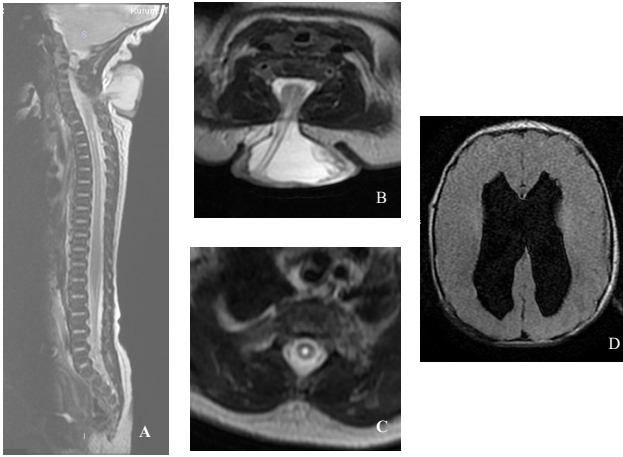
A) Preoperatif servikal MMC görüntüsü, B-C) Preoperatif T2 ağırlıklı (T2W) sagittal ve T1W aksiyel servikal MRG'de alt servikal bölgede içerisinde BOS ve nöral elemanların bulunduğu MMC kesesi, D) Preoperatif
